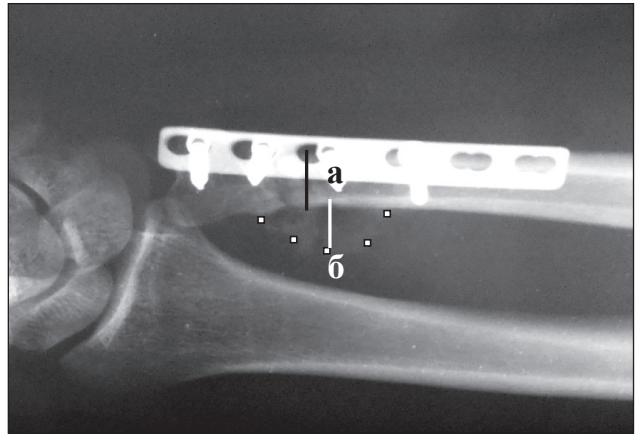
Рентгенограма хворого через 1,5 міс. після операції з використанням аутофібрину, наведено схему вимірювання висоти періостального кісткового регенерату
